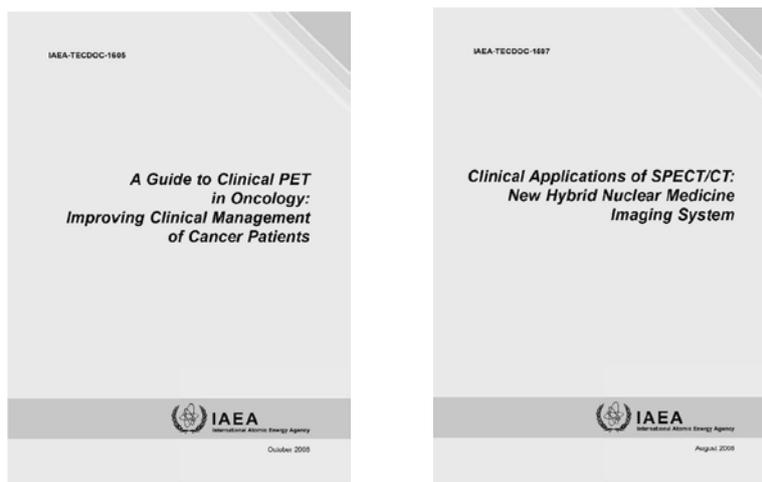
がん患者管理における新しい画像診断PET技術の有用性をレビュー、その標準化技術をまとめたIAEA TECDOC *A Guide to Clinical PET in Oncology: Improving Clinical Management of Cancer Patients* (2008) (左)、様々な患者管理に置ける新しい画像診断SPECT/CT技術の有用性をレビュー、その標準化技術をまとめたIAEA TECDOC *Clinical Applications of SPECT/CT: New Hybrid Nuclear Medicine Imaging System* (2008) (右)
